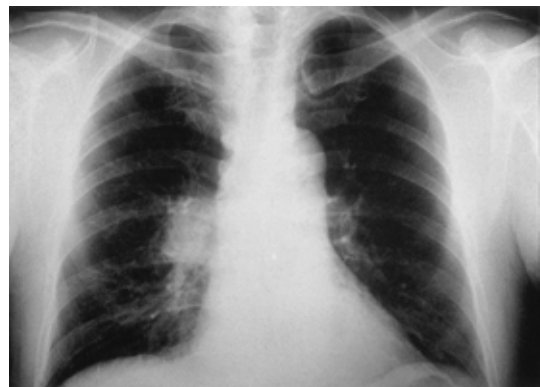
Chest X-ray film shows a well-defined mass shadow in the right hilum.
